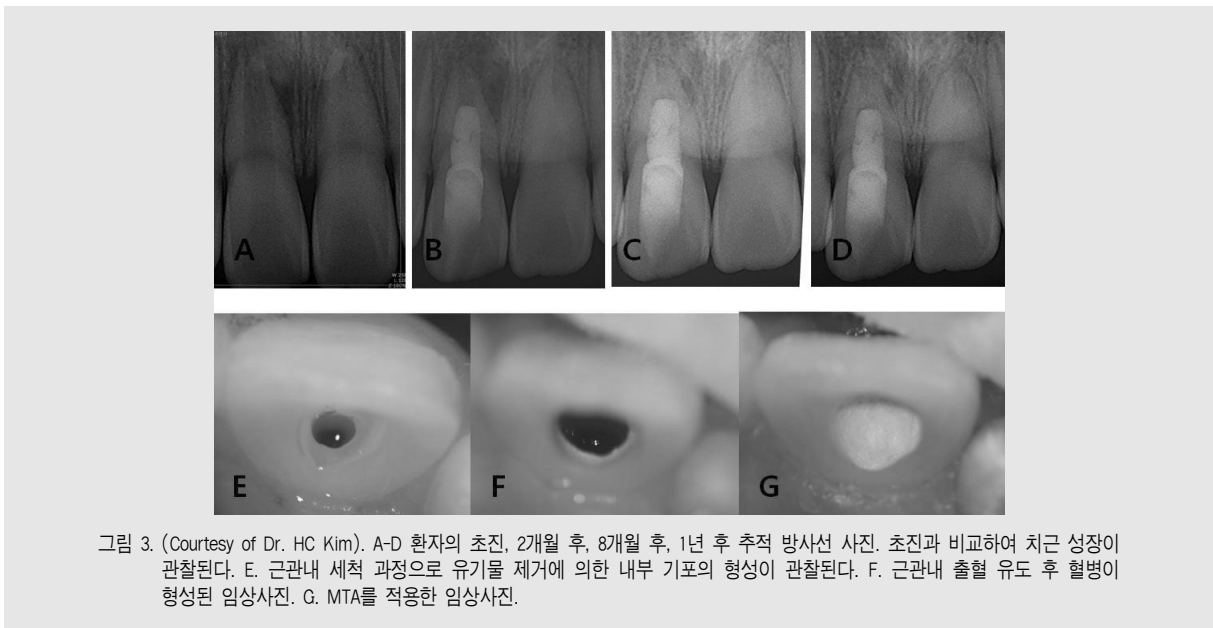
(Courtesy of Dr. HC Kim). A-D 환자의 초진, 2개월 후, 8개월 후, 1년 후 추적 방사선 사진. 초진과 비교하여 치근 성장이 관찰된다. E. 근관내 세척 과정으로 유기물 제거에 의한 내부 기포의 형성이 관찰된다. F. 근관내 출혈 유도 후 혈병이 형성된 임상사진. G. MTA를 적용한 임상사진.
